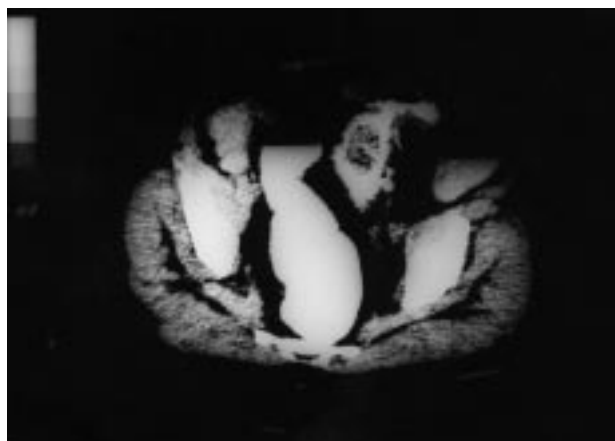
TC abdominal. Cuerpo extraño intraluminal en sigma causante del cuadro obstructivo.
